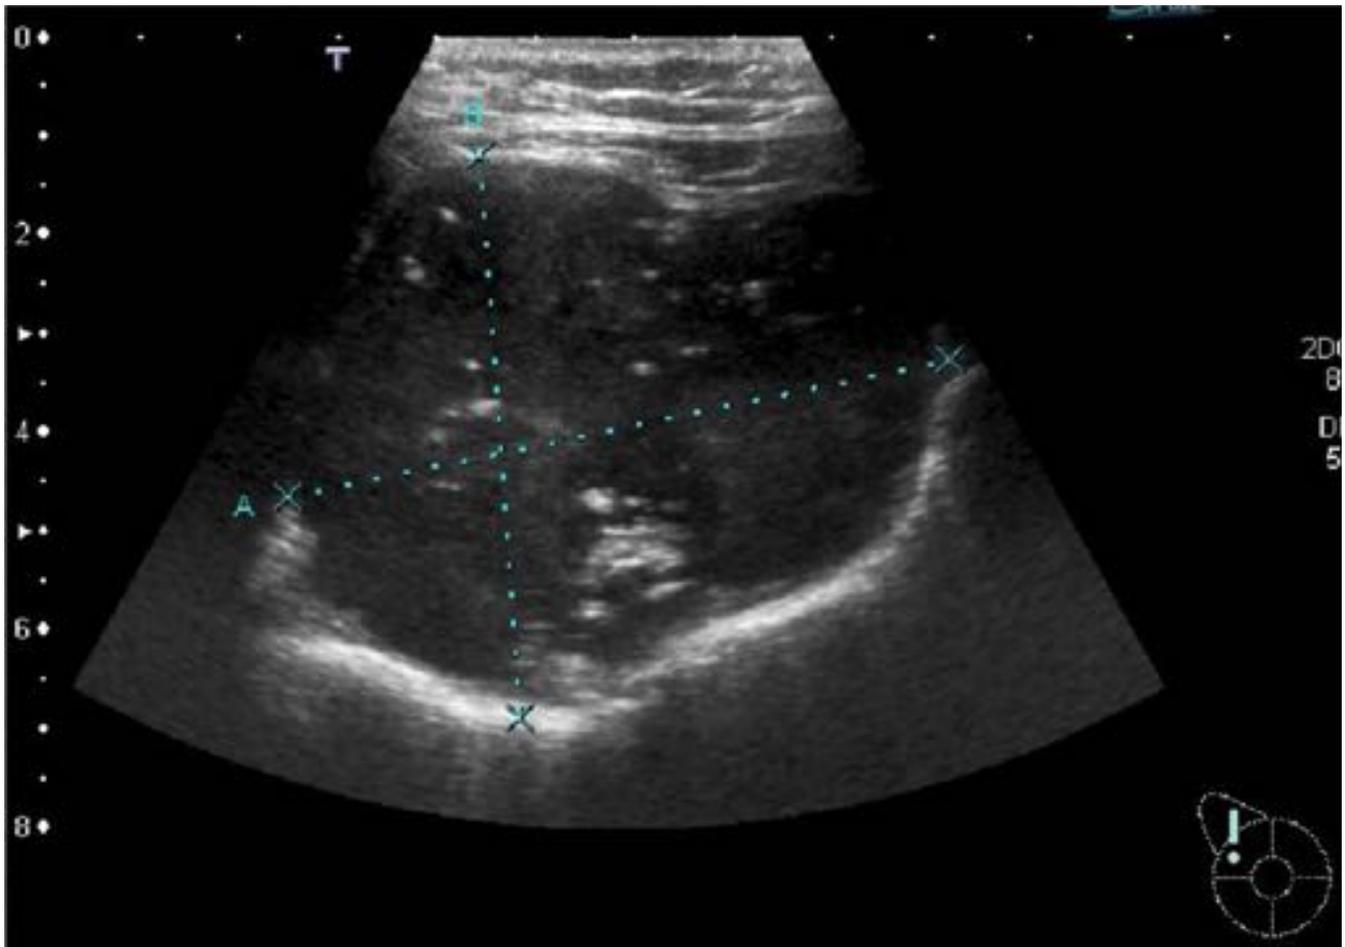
FIBROADENOMA CALCIFICADO en unión de cuadrantes inferiores de mama derecha y SARCOMA OSTEOGÉNICO DE 30 mm en cuadrante superoexterno de mama derecha. En ecografía: lesiones hipocóicas con calcificaciones groseras.
